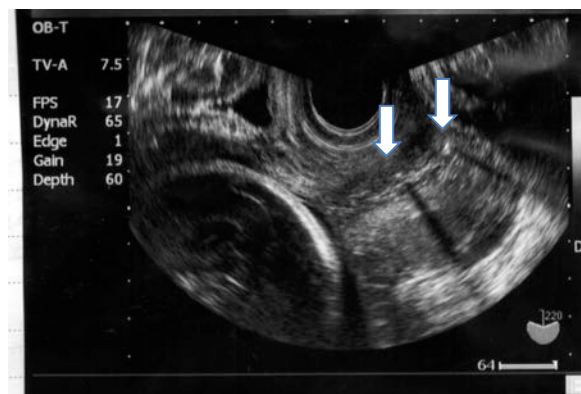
初診時経膈超音波断層法: 子宮頸管内にIUDによる音響陰影 (acoustic shadow)
